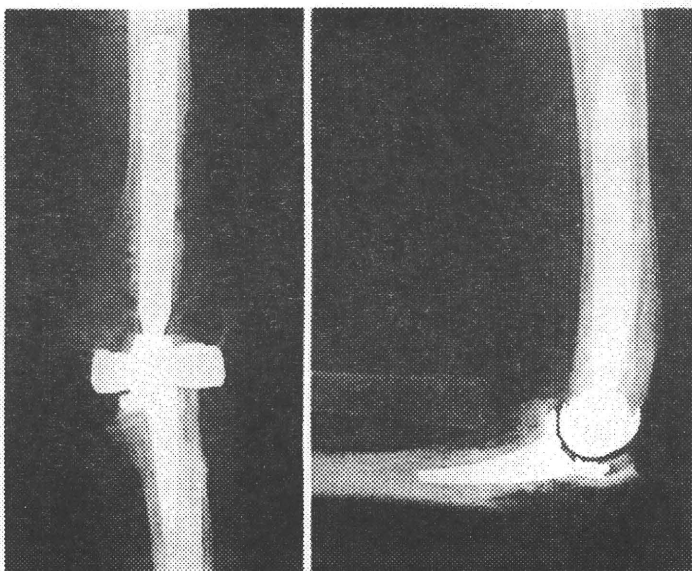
再手術後のX線像と尺骨関節面のポリエチレンサイズのバリエーション
